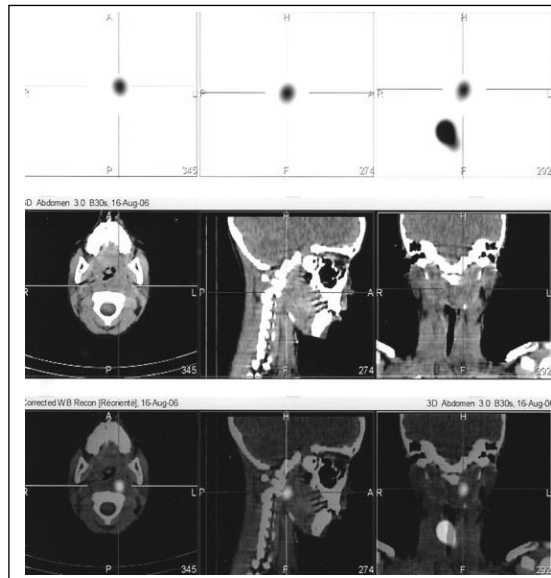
Récidive ganglionnaire retropharyngée gauche. SPECT-TDM réalisées dans le service de médecine nucléaire du Dr Bardet (Centre François Baclesse de Caen).
